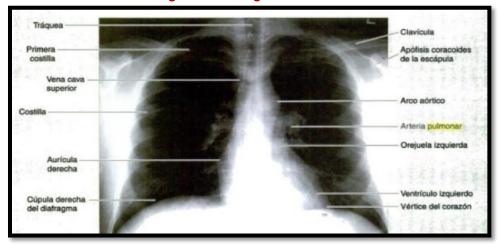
Radiografía Torácica
